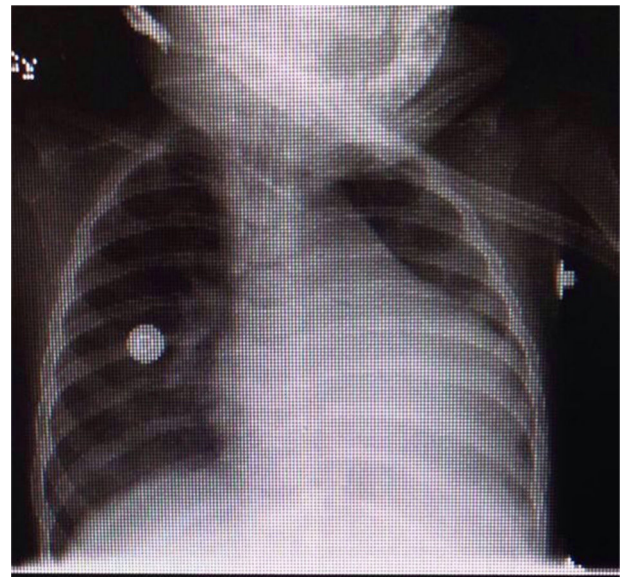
Radiografía de tórax con cardiomegalia.
